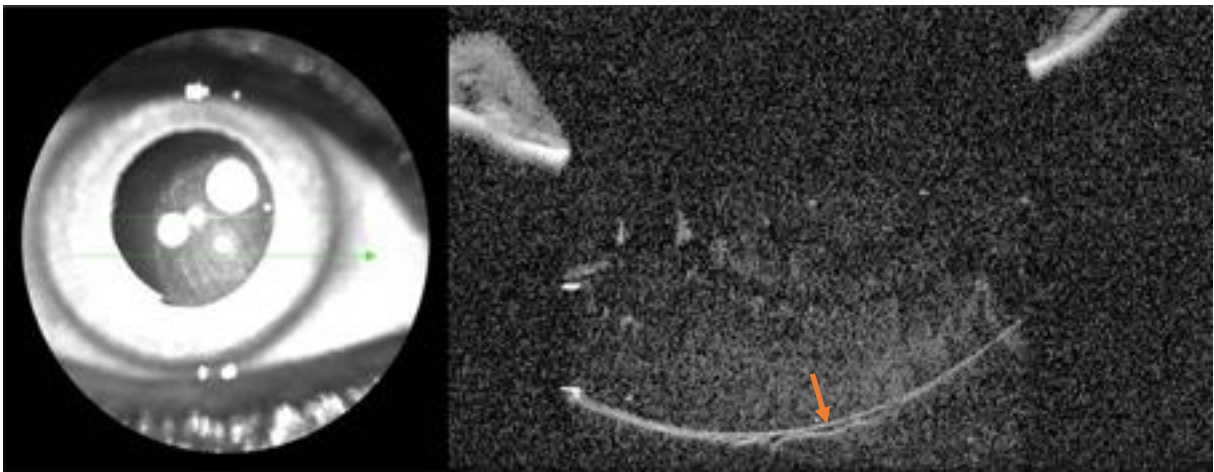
Caso 4. Paciente pseudofácico, sem outras comorbidades, em que foi visualizado o espaço de Berger por meio da Tomografia de Coerência Óptica de câmara anterior (seta).
